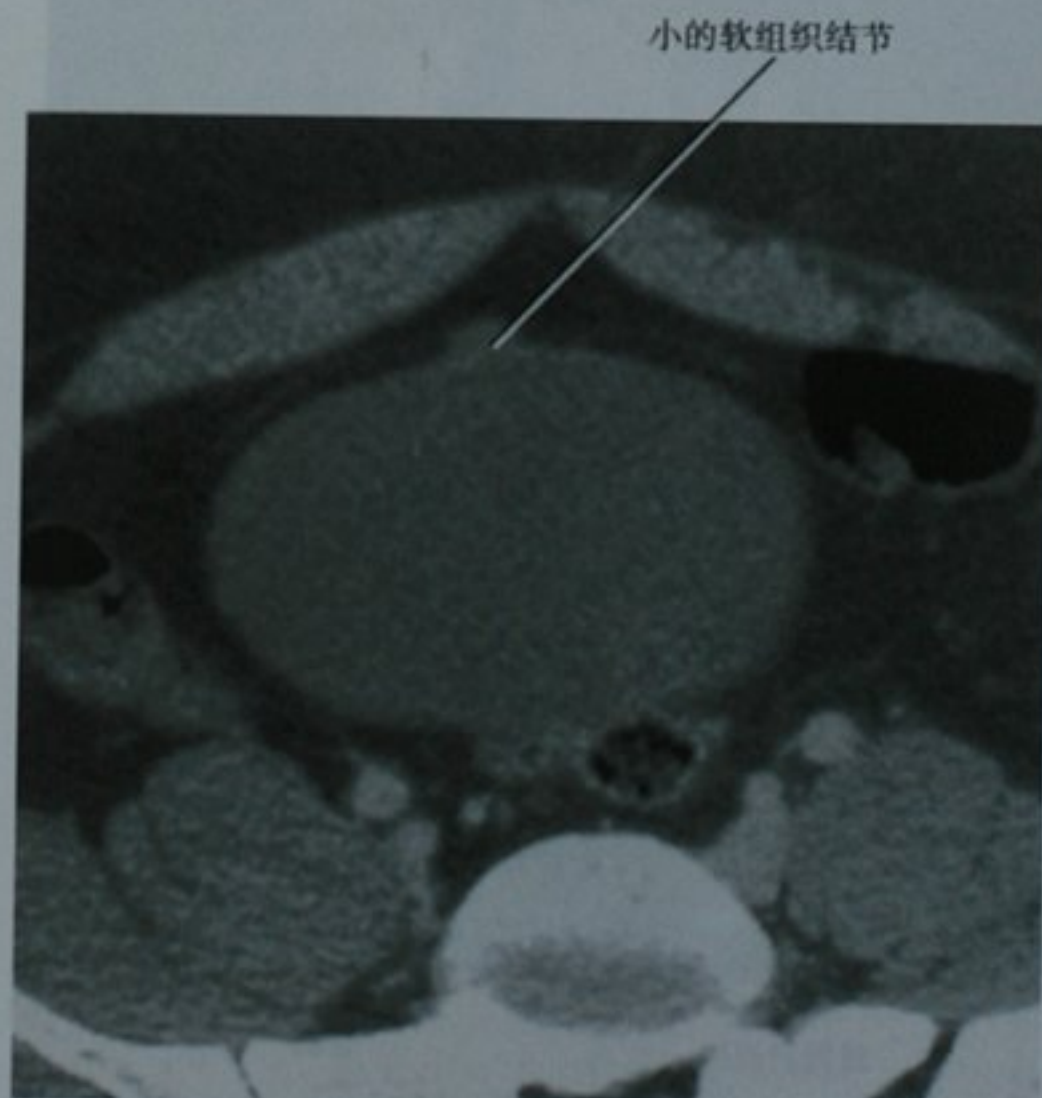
CT 所见良性脐尿管残留。对比增强 CT 扫描横断位图像显示一个小的软组织结节轻微突出于膀胱顶前壁
